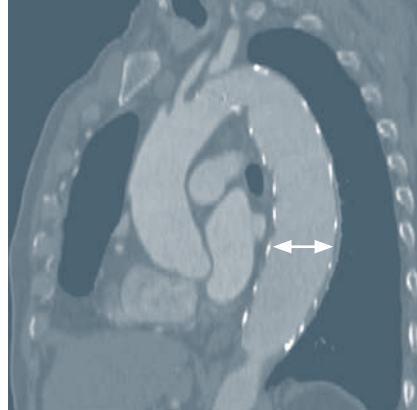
Cardiología intervencionista. Angiotomografía en disección de aorta. A: Disección de aorta (flecha), B: Tratamiento con stent endovascular (flecha).
